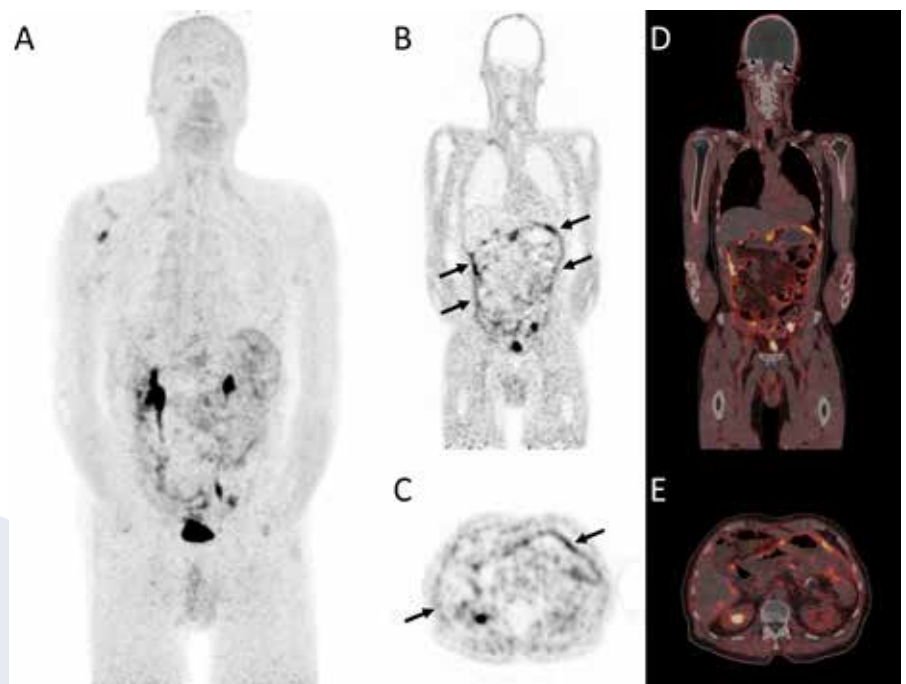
[⁶⁸Ga]Ga-FAPI-46 PET/CT images corresponding with the reported case. The MIP image (A) shows no physiological uptake except for renal tracer excretion. Focal intense pathological activity is seen in pelvic peritoneal depositions, but this is better appreciated in the images of Figure 2 and 3. Diffuse increased activity along the abdominal peritoneal lining (arrows) on the coronal and axial images (B-E) corresponds to diffuse peritoneal carcinomatosis. Non-malignant focal FAPI uptake in the right shoulder, interpreted as aspecific inflammatory musculoskeletal fibroblast activity.
